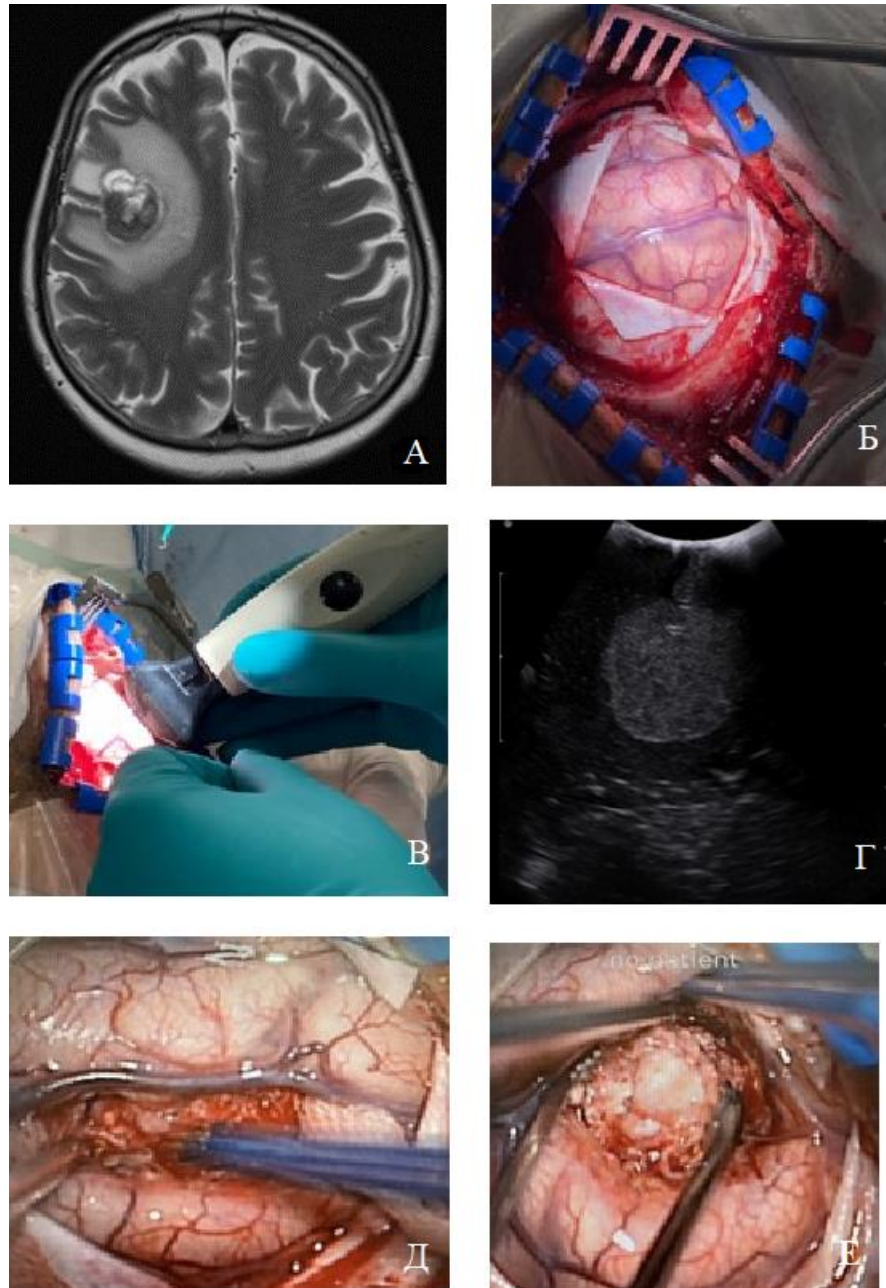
А – МРТ головного мозга в Т2 ВИ, визуализирован метастатический кистозно-солидный очаг в области центральных извилин справа; Б – этап доступа к опухоли в процессе хирургического вмешательства; В - применение УЗ-навигации; Г - опухоль на УЗ-изображениях; Д, Е – доступ к опухоли через извилину, удаление опухоли (И/б 2357/19)
